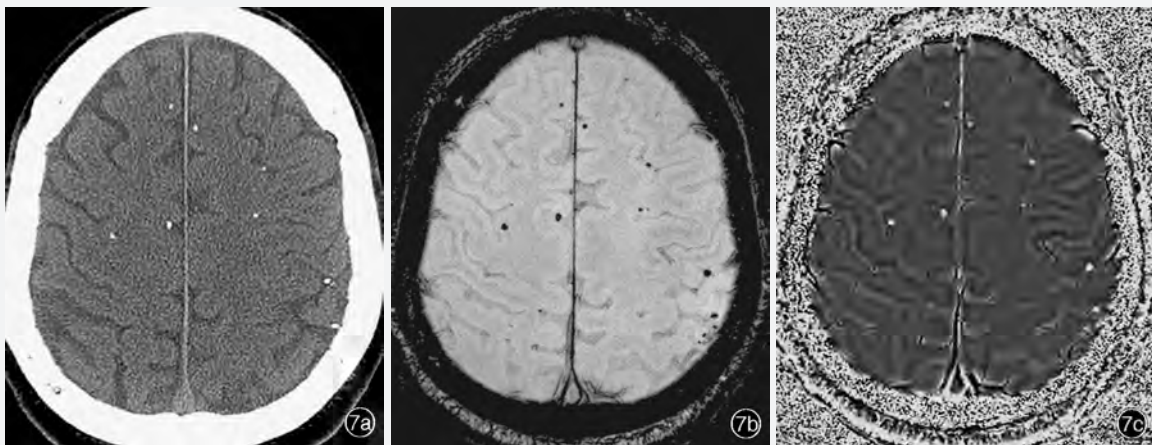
脑囊虫病患者头部影像学检查所见 7a CT平扫显示脑内多发高密度点状钙化影 7b SWI扫描显示脑内多发点状低信号影 7c 与图7b同一层面相位图像显示为点状高信号影,提示为钙化灶
